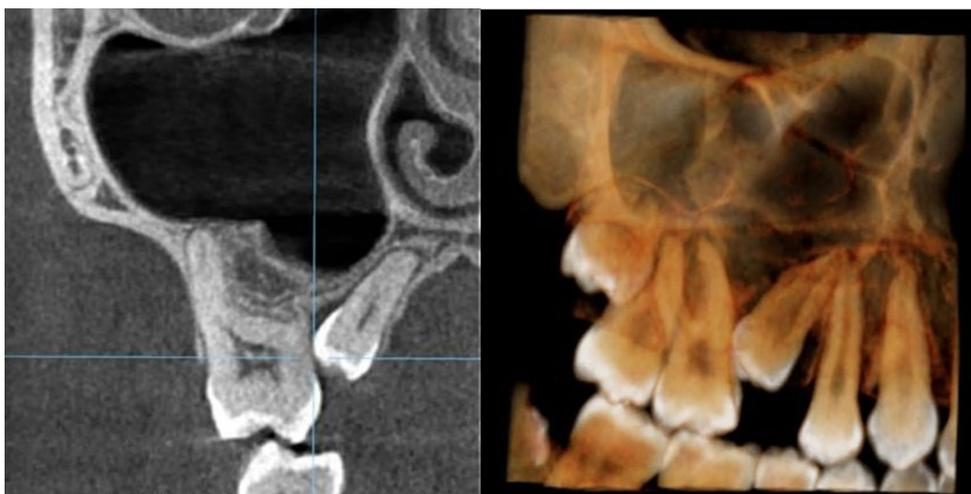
Tomografía dental
